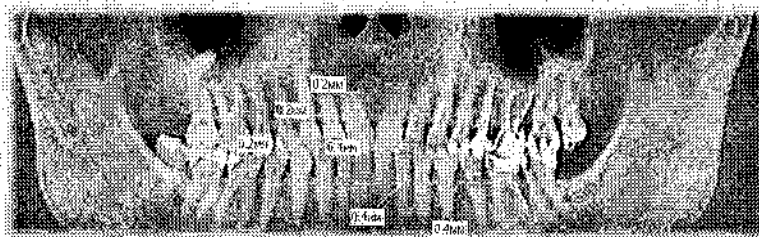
Пацієнт К. Ортопантомограма пацієнта з фізіологічним пародонтом.
